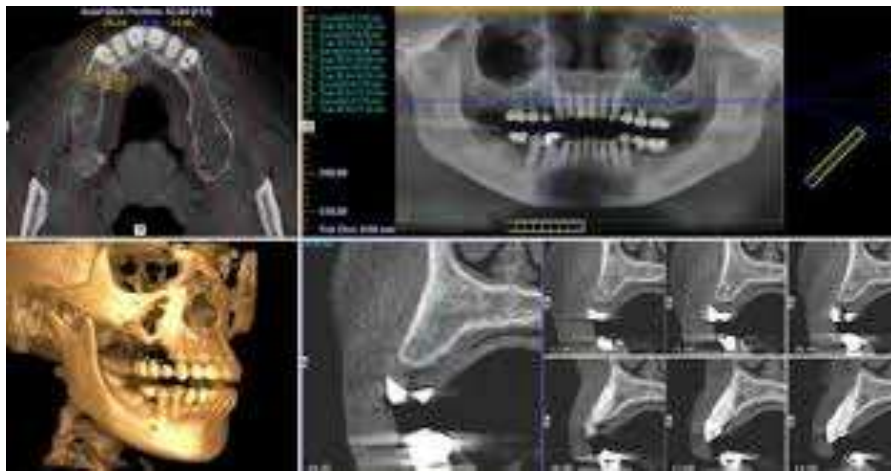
Tomografía Axial Computarizada (TAC).
